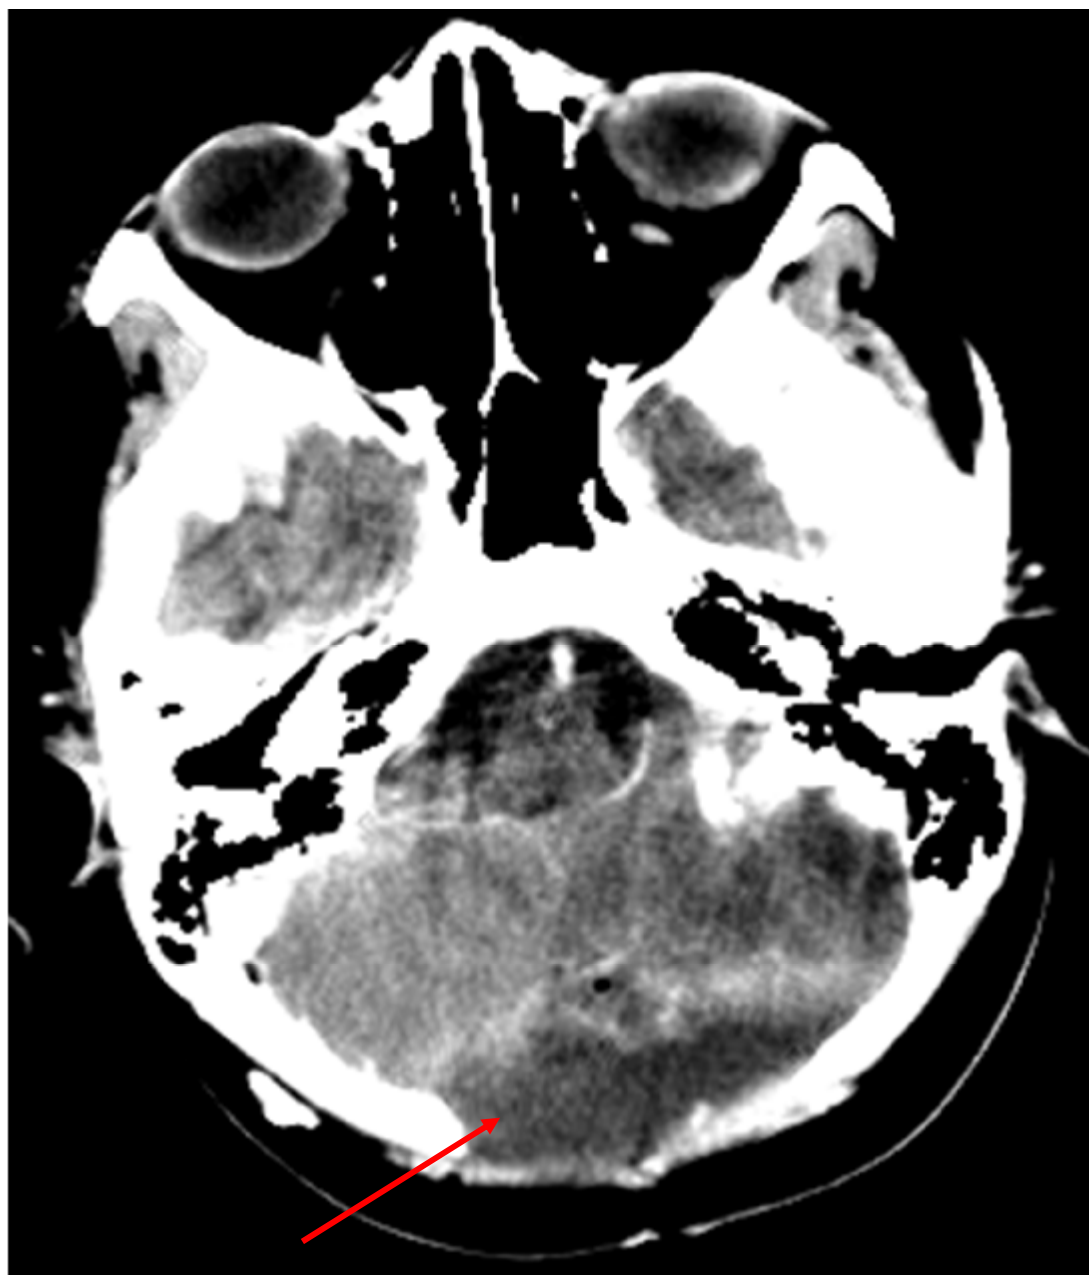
TDM cérébrale en coupe axiale après injection de produit de contraste montrant une hypodensité extradurale de la FCP en regard de l'orifice de craniectomie, en lentille biconvexe entourée d'une prise de contraste périphérique correspondant à un empyème extradural.
